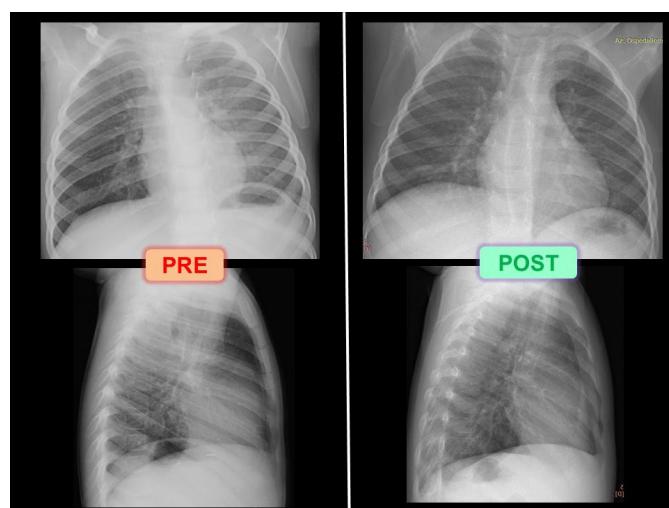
Immagini radiografiche del torace di bambino di 2 anni con storia di inalazione di frammento di noce posizionatosi nel bronco principale destro causandone l'ostruzione incompleta. Prima della rimozione del corpo estraneo si osserva iperespansione dell'emitorace destro con latero-deviazione del profilo cardio-mediastinico verso sinistra e riduzione della normale trasparenza del polmone sinistro (immagini a sinistra). Il corpo estraneo causava infatti iperinsufflazione del polmone destro con meccanismo a valvola. A qualche giorno dalla rimozione del corpo estraneo la radiografia risulta nella norma (immagini a destra).
